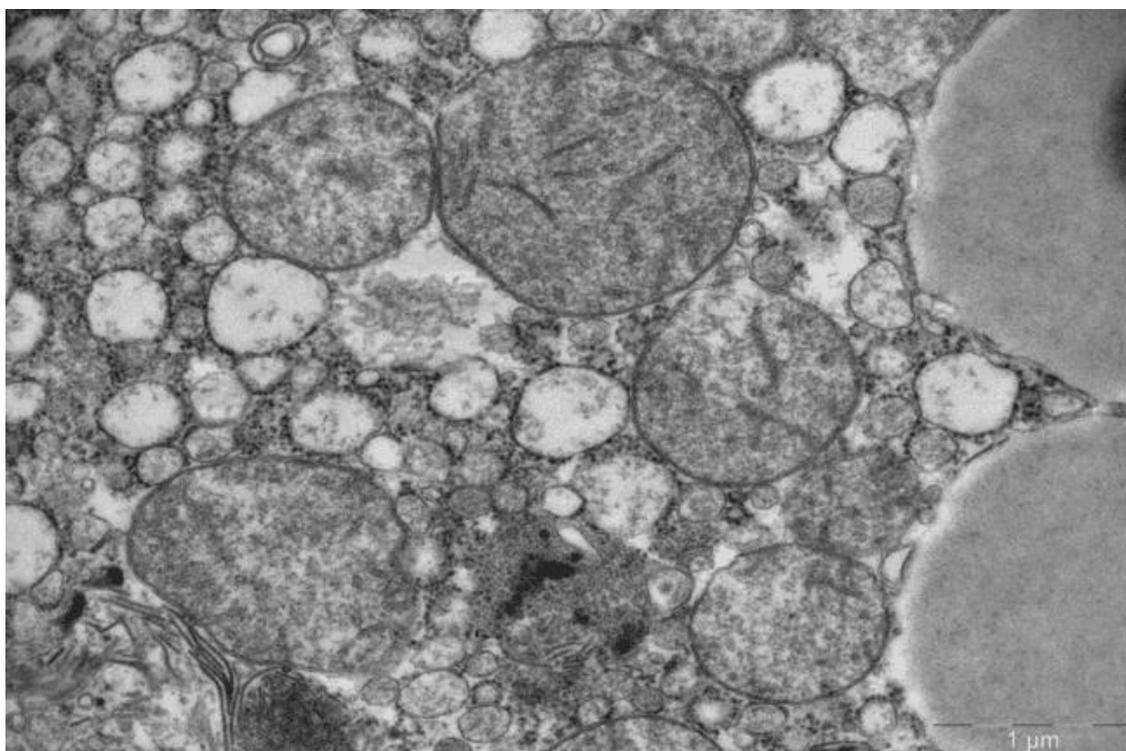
Образец 1.2. Печень после гипотермической оксигенированной перфузии *ex situ*. Фрагмент гепатоцита. Мембраны митохондрий сохранены, матрикс просветлен, кристы немногочисленные
